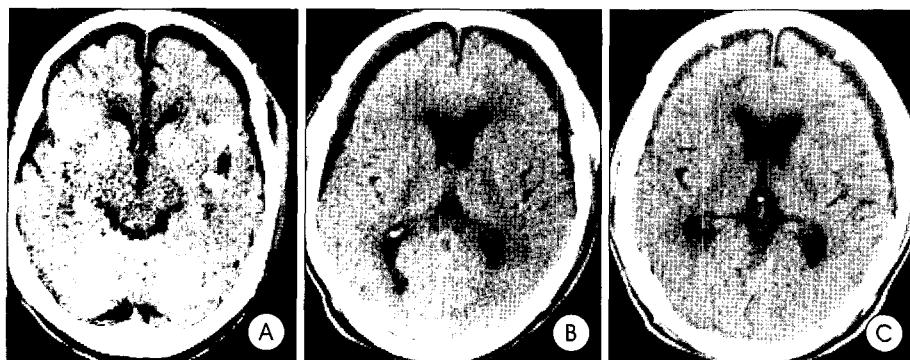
Brain computed tomography scan of the patient whose mental status changed from alert state to drowsy state. A : brain computed tomography scan of semicomatose patient shows minimal subdural hygroma on bifrontal area and subarachnoid hemorrhage in posterior interhemispheric cistern. B : When she became drowsy, there was no intracranial mass lesion other than increasing traumatic subdural hygroma. C : Brain computed tomography checked at 10 days after operation shows decreased size of traumatic subdural hygroma. Her mentation was recovered to be alert at 3 day after subduroperitoneal shunt.
